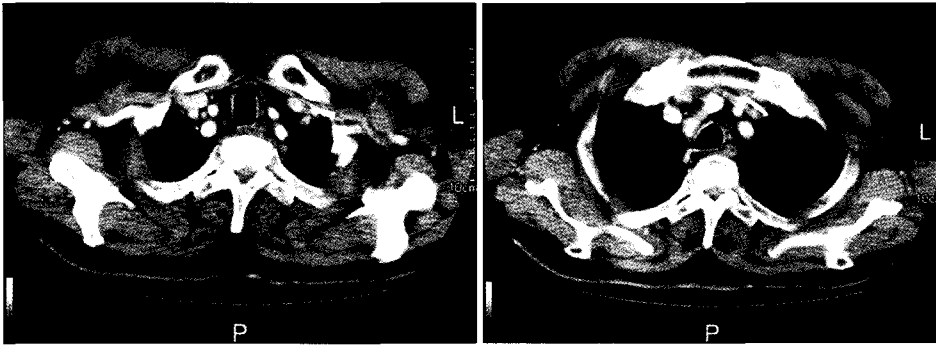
Normal computed tomographic findings are noted during the first admission periods. There were no abnormal finding around substernal, perivascular, peritracheal and periesophageal space.
